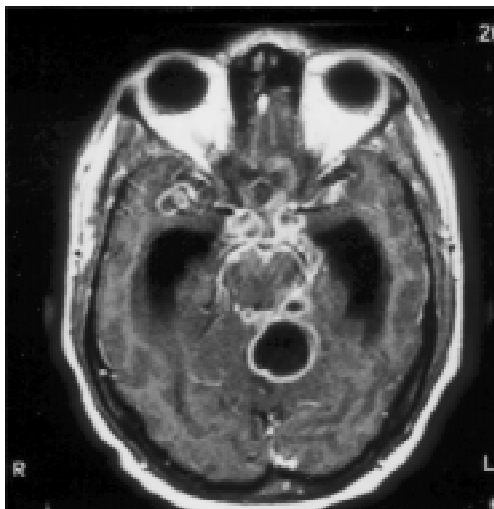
Ressonância magnética do crânio após administração de contraste paramagnético, (corte axial, 20 dias após a primeira), evidenciando redução na intensidade de impregnação das lesões pelo contraste, sem alteração nas dimensões dos ventrículos supratentoriais.
